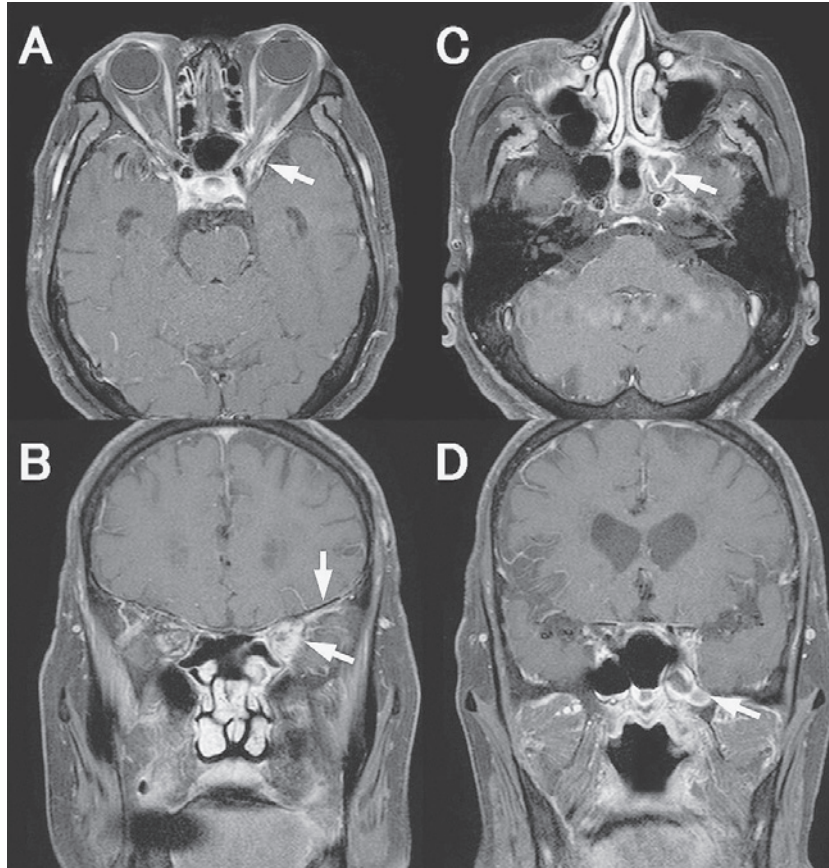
Brain MRI on admission.
